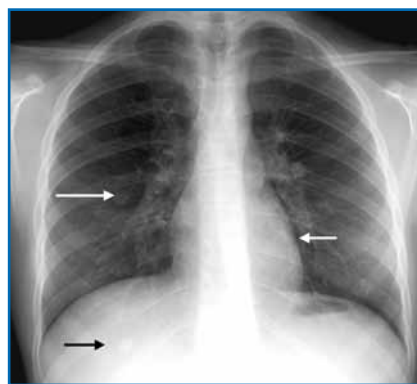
Radiographie de thorax de face. Aspect de pseudo-nodules (flèches) lié à des décorations radio-opaques sur un tee-shirt.
